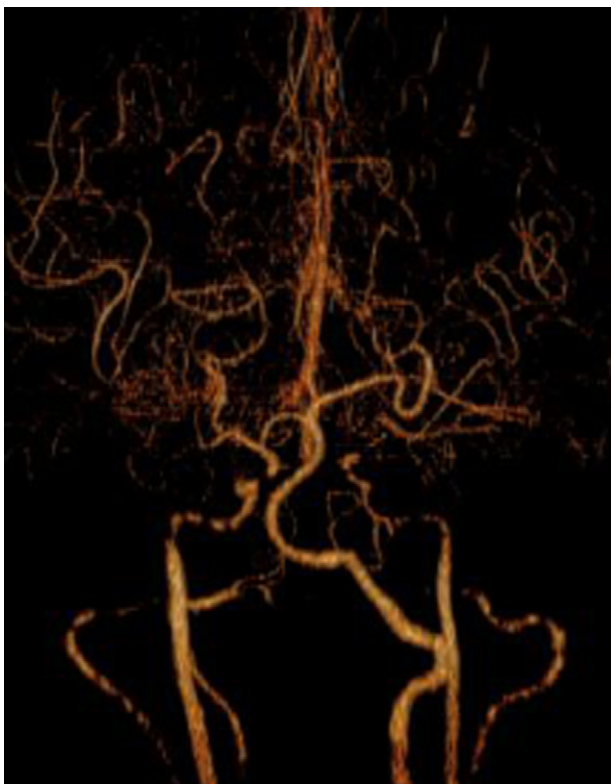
Angiotomografía en la cual podemos observar estenosis bilateral de ambas carótidas internas de predominio izquierdo, así como patrón arrosariado en la carótida derecha, característico de displasia fibromuscular. Se pueden observar también vasos de neoformación en las ramas distales del polígono de Willis.
